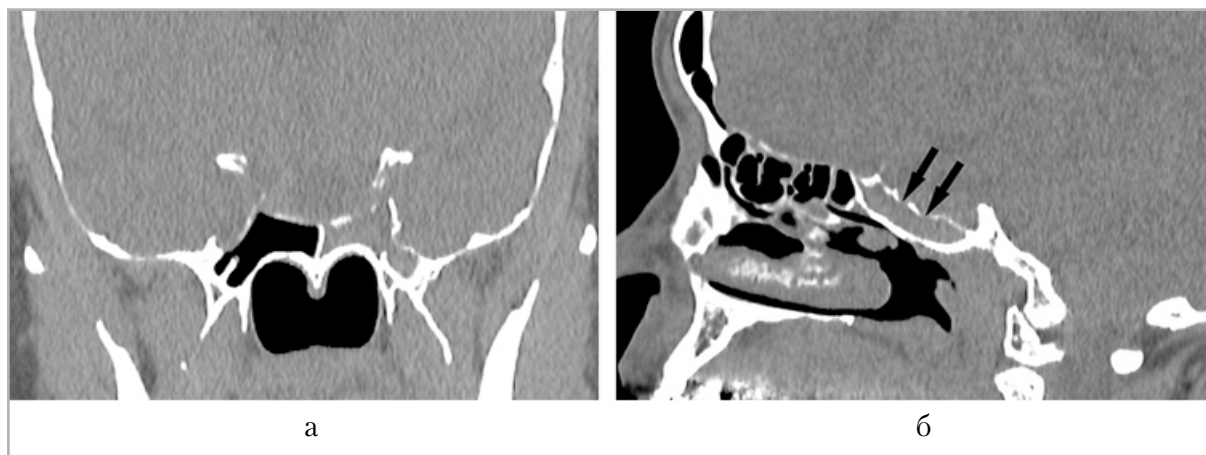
Компьютерные томограммы. На фронтальном (а) и сагиттальном (б) изображениях в клиновидной пазухе слева — тотальное снижение пневматизации за счет содержимого мягкотканной плотности, +47–62 ед. Н. Полость турецкого седла расширена, дно уплощено, с костными дефектами (стрелки)
